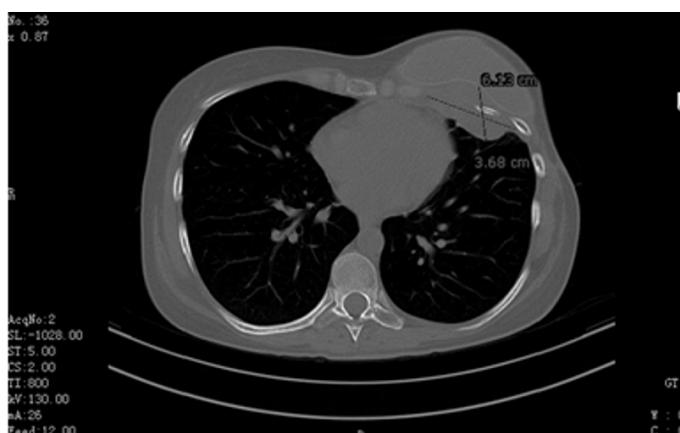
Компьютерная томограмма пациентки с местным рецидивом в области грудной стенки.
